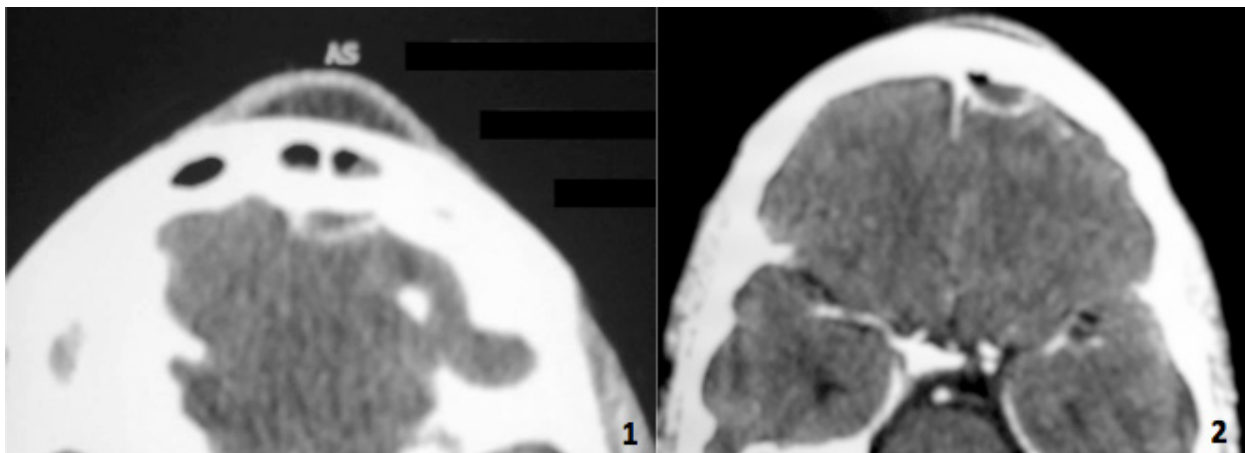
A TC apresenta sinusite frontal esquerda associada a massa em região frontal em topografia de subcutâneo com consistência partes moles com realce periférico pós contraste (1.2) lesão caracterizada como tumor de Pott.
